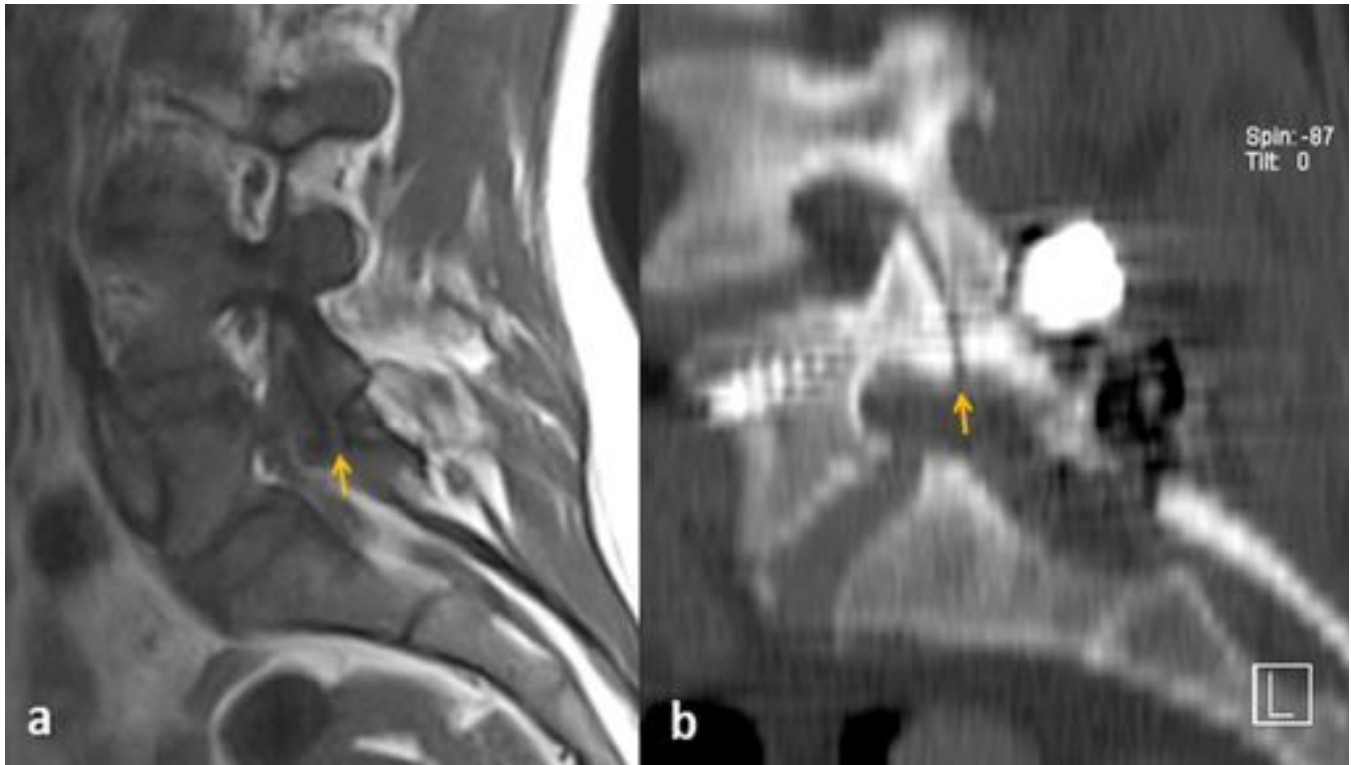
Paciente de 44 años en estudio por lumbalgia crónica. La RM sagital en T1 muestra lisis de la pars interarticular de L5 (flecha). Esta espondilolisis se omitió por su localización periférica en el campo del estudio y (b) requirió artrodesis (TC sagital).
